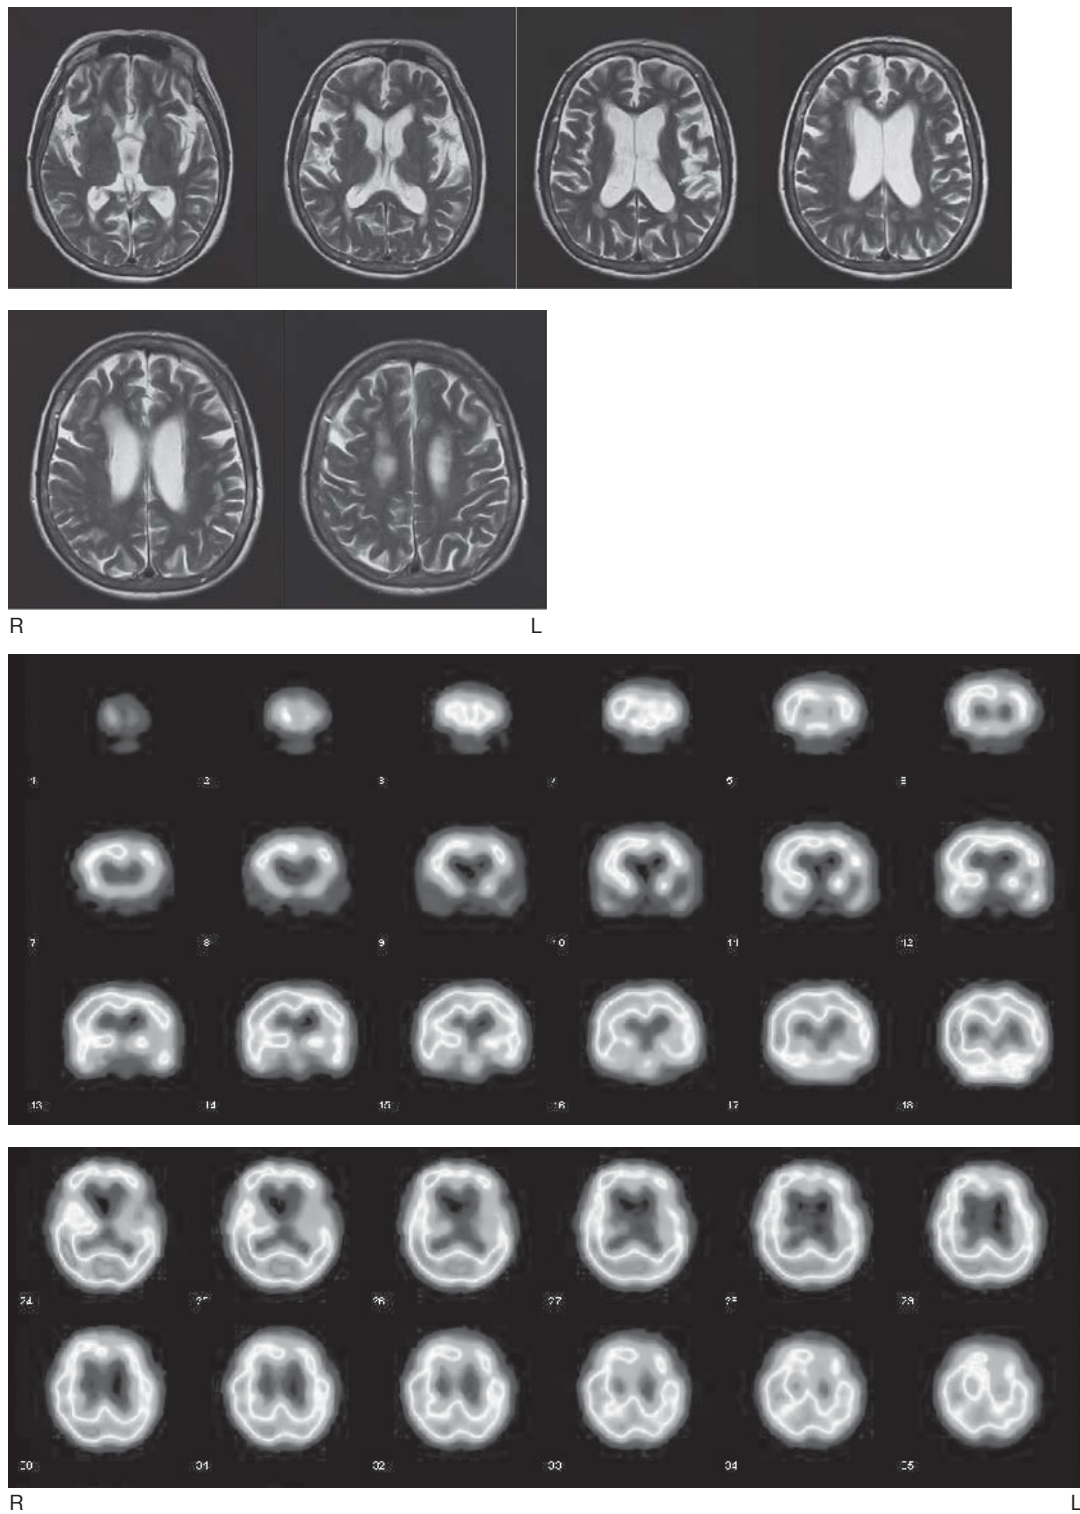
MRI (T2強調画像) およびSPECT (^{123}I -IMP) 所見 (X年5月10日)
